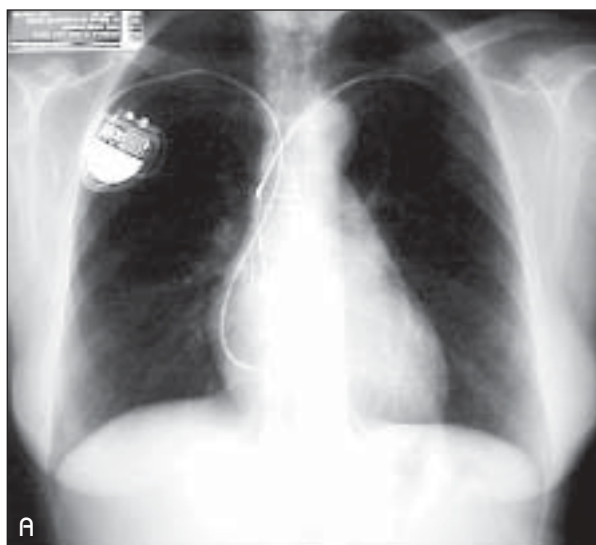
Radiografias pré-operatórias PA (A) e perfil (B) de paciente com sistema de marcapasso abandonado à esquerda.
